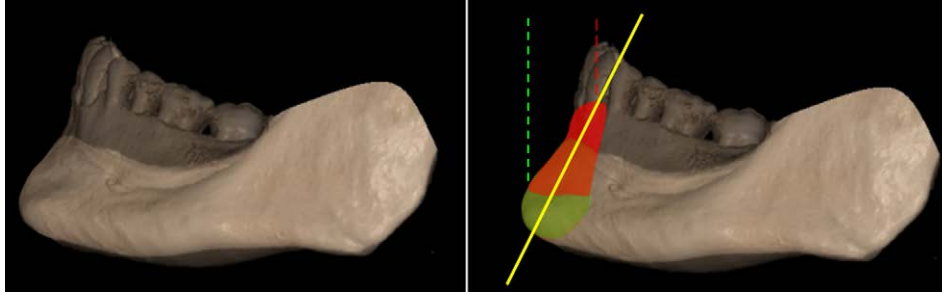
Sovrapposizione del profilo anteriore di una mandibola con arcata completa (grigio scuro) con una mandibola edentula (grigio chiaro): l'apparente riassorbimento centrifugo (linee tratteggiate rossa e verde) è dato dall'inclinazione posteriore del processo alveolare in zona sinfisaria (linea gialla). In rosso osso alveolare a supporto delle radici dentali; in verde osso alveolare in fase di riassorbimento. TC cone beam di reperto del Museo di Antropologia dell'Università di Firenze.
